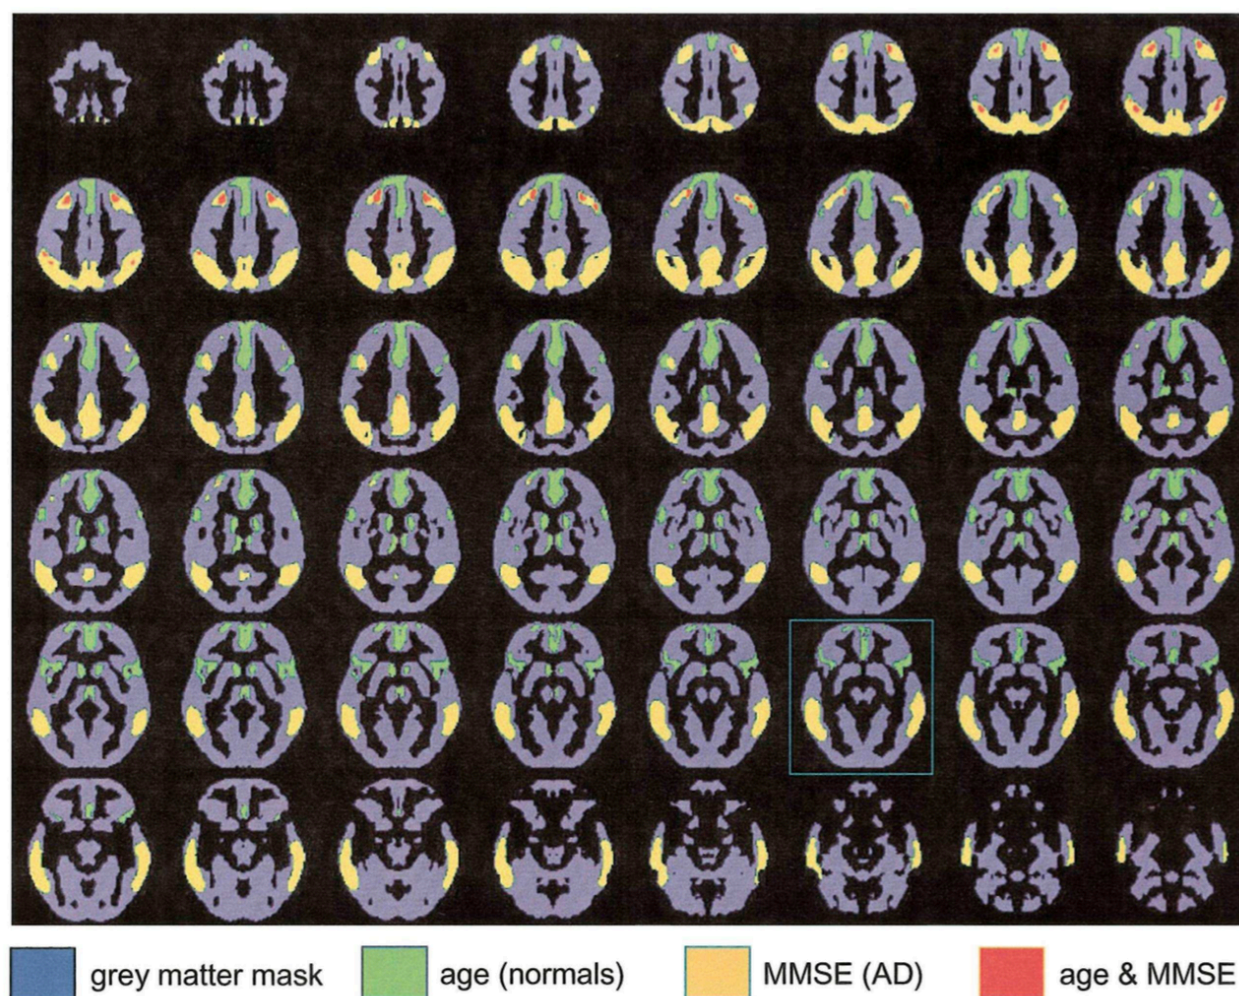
selon Herholz K., Salmon E., Perani D. et al. [5] : Un groupe de 110 sujets contrôles a été comparé à un groupe de 395 sujets répondant aux critères de Démence d'Alzheimer probable. Tous les sujets atteints de démence ont passé un MMSE permettant d'évaluer la sévérité de la maladie. Les PET-Scanners ont été acquis dans les deux groupes dans huit centres différents, les yeux fermés mais sans bouchon d'oreille après injection de 18FDG. L'influence de l'âge et du MMSE ont été étudié par des analyses de régression.
